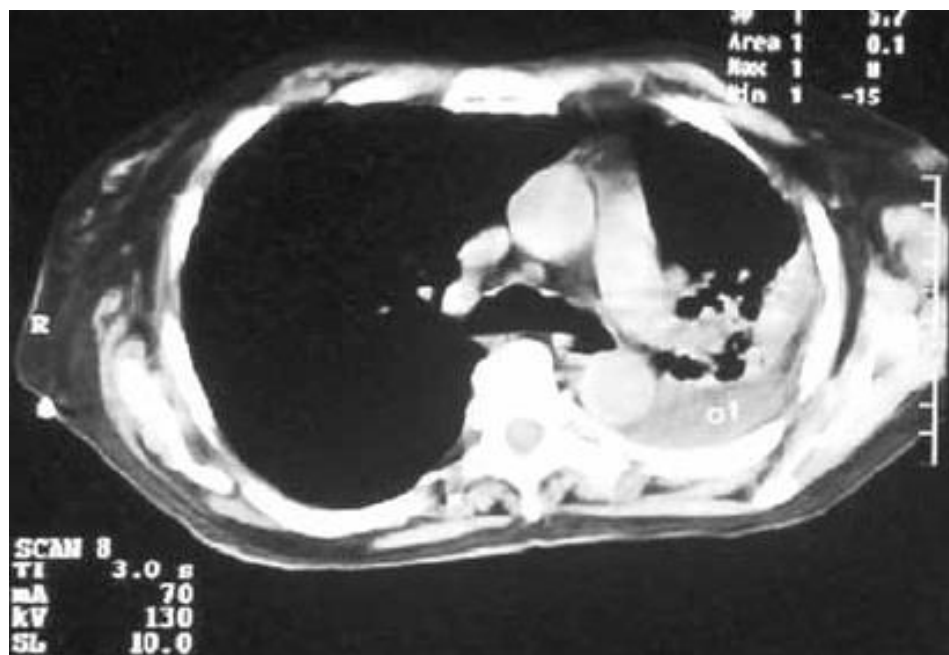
Visualização do acometimento hemidiafragmático esquerdo com conteúdo intestinal intratorácico através da tomografia computadorizada¹³.
